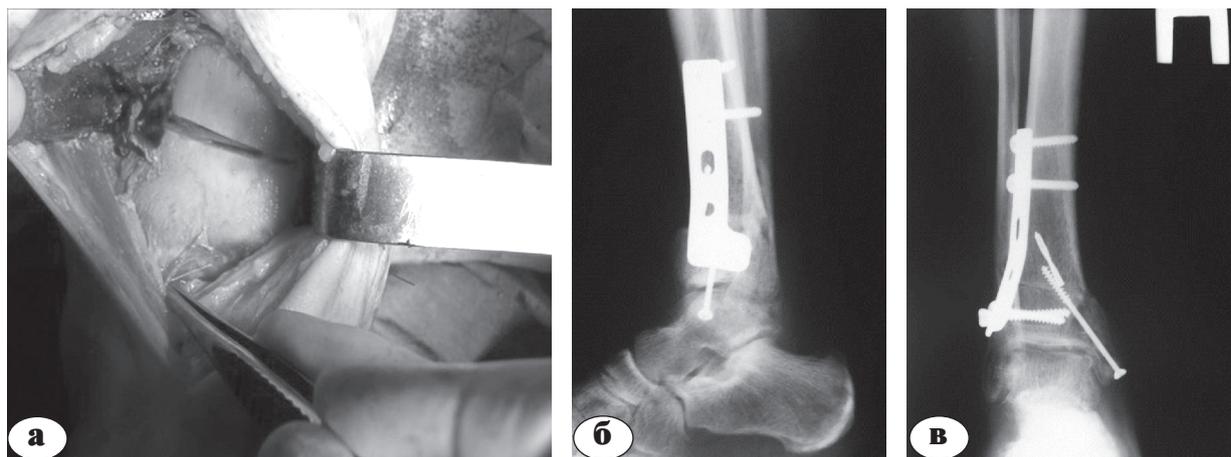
Корректирующая вальгизирующая надлодыжечная клиновидная остеотомия большеберцовой кости с остеосинтезом Т-образной пластиной после остеохондропластики: а – интраоперационное фото; б, в – рентгенограммы в двух проекциях (сращение после остеотомии)
